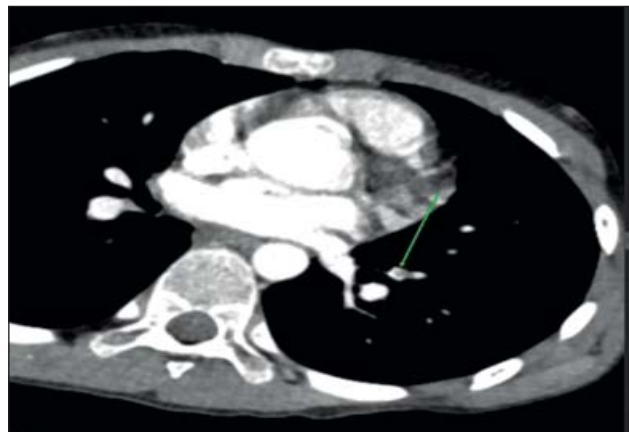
Компьютерная томография легких. Тромбомассы в легочных артериях
